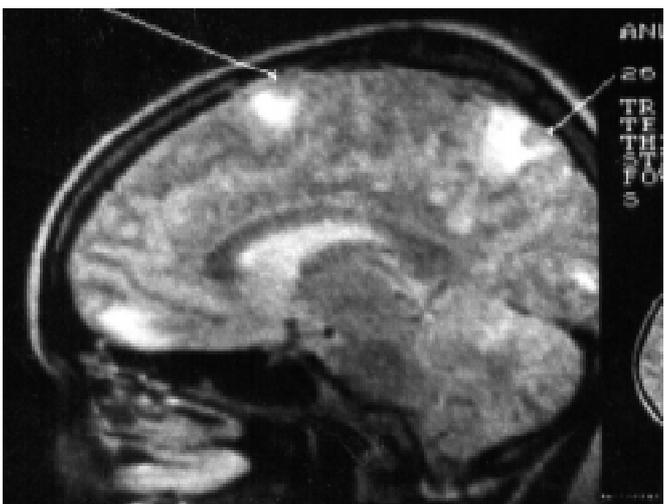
Магнітнорезонансна томограма головного мозку. Визначаються численні осередкові ураження гемісфер, імовірно, метастатичного генезу, значно менша ймовірність запального процесу
